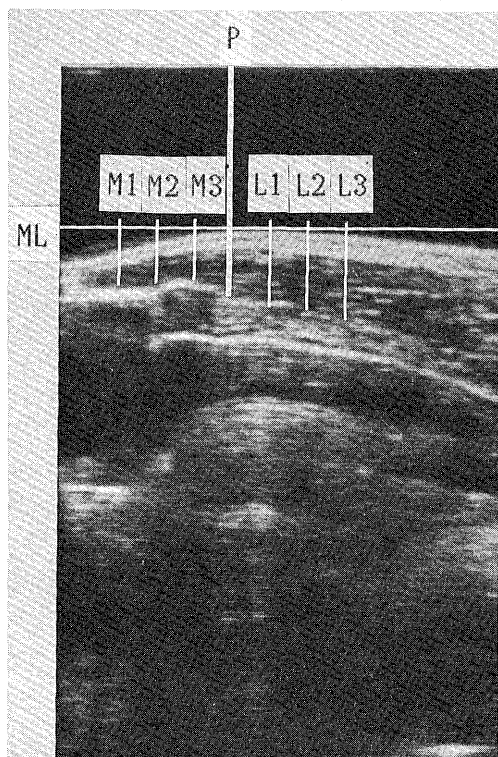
Ultrasonic picture (3.5MHZ) and fiducial line for analysis
